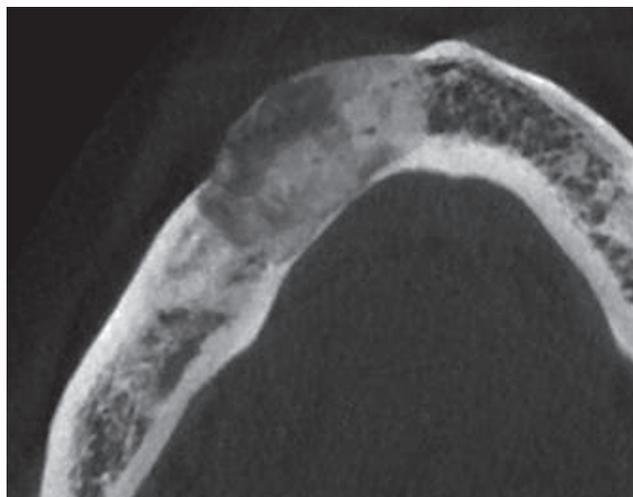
Fibrome ossifiant. CBCT axiale mandibulaire. Lésion bien limitée, hétérogène, dense et lytique, soufflante en vestibulaire.
